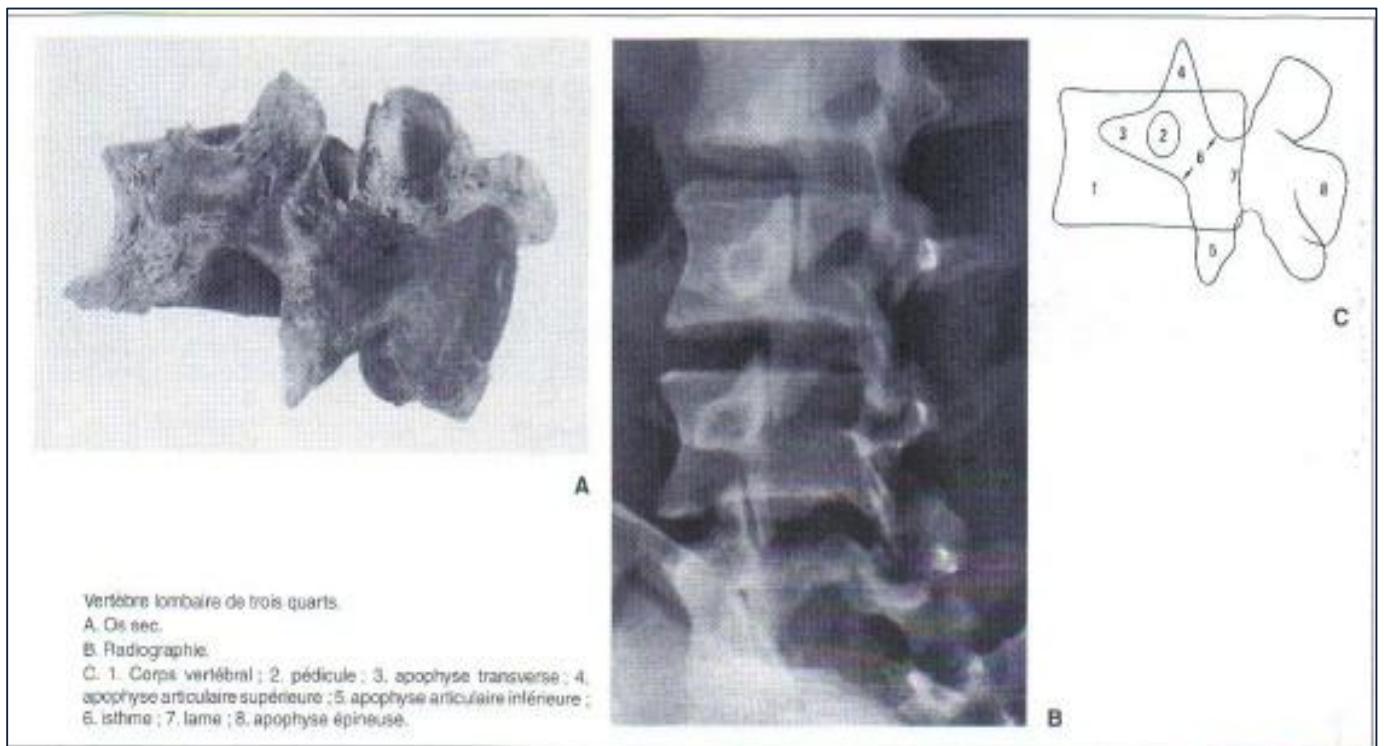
Radioanatomie de l'incidence oblique de la radiographie standard [9].
